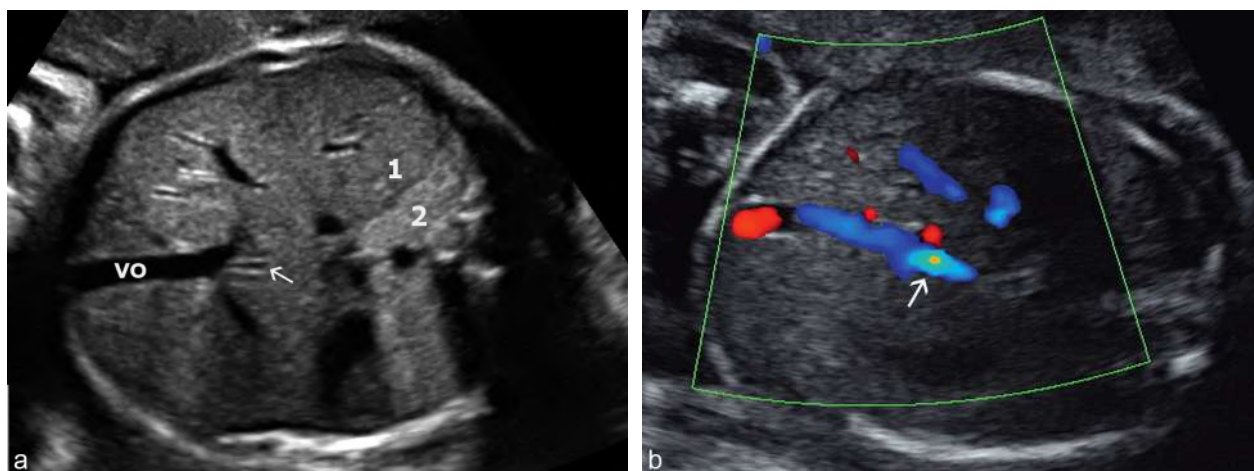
Canal d'Arantius (ou ductus venosus). a. Sur une coupe transversale un peu oblique (voir chap. 6, fig. 6.85 b), le canal d'Arantius (→) s'inscrit dans le prolongement de la veine ombilicale intra-hépatique (VO). On note ici l'échogénéité différente du foie (1) et du poumon (2) à 33 SA. b. En coupe transversale, repérage avec le Doppler couleur (24 SA), l'*aliasing* (→) souligne la vitesse élevée qui caractérise le canal.
